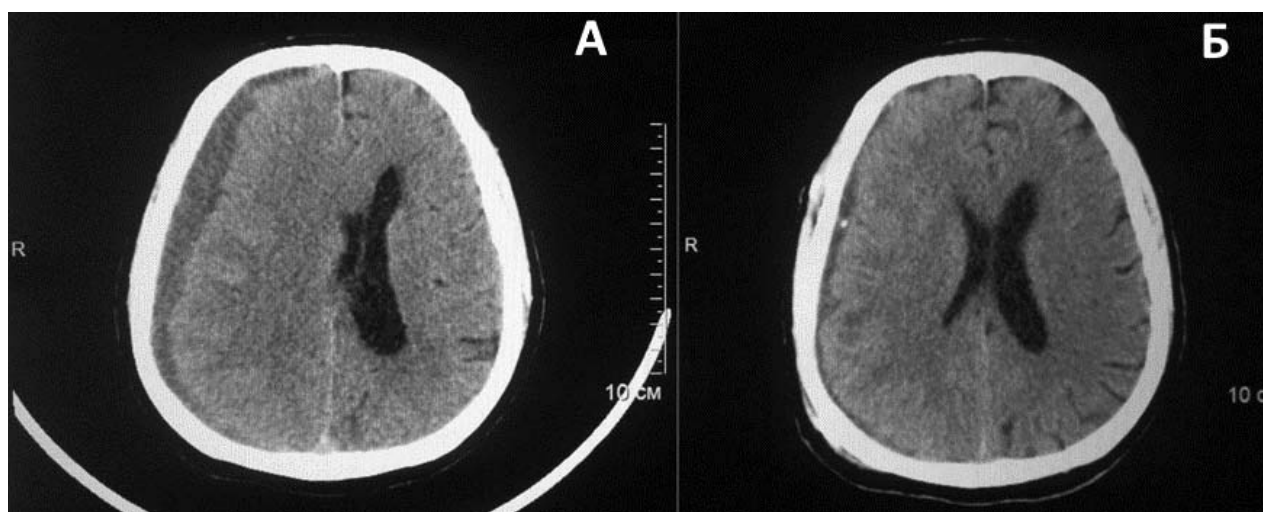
Больной А. Результаты КТ обозначение на рисунке: А – хроническая субдуральная гематома справа, Б – контрольное исследование на 7-е сутки после операции.
